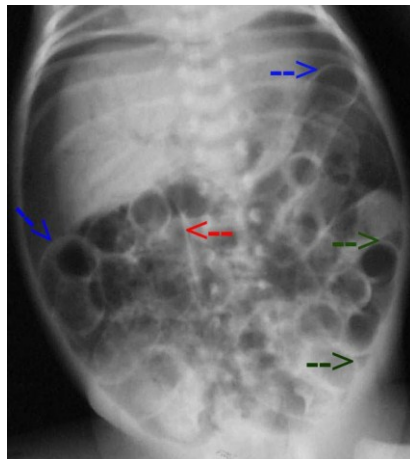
Das native Abdomenübersichtsröntgen zeigt Luft in der Portal Vene, Luft in der Darmwand und ein Pneumoperitoneum (freie Luft unter dem Diaphragma und perihepatisch), Rigler- Zeichen (blauer Pfeil), triangle sign (grüner Pfeil) und Ligamentum Falciforme (roter Pfeil) (www.medicine.cmu.ac.th/.../necperforateans2.jpg).
